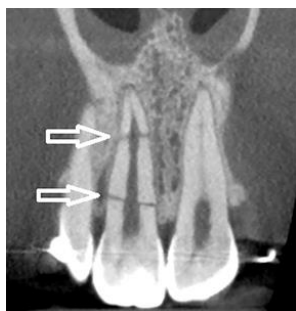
Vue coronale du CBCT, illustrant deux lignes de fracture aux tiers coronal et apical de la 11 (Dr Yosef Nahmias, Dr Ali Fatemi).
